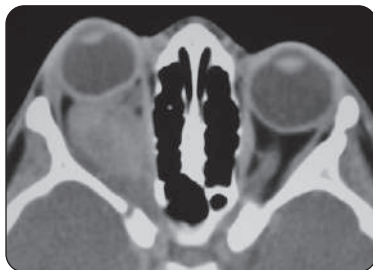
TDM en coupe axiale d'un gliome du nerf optique droit
